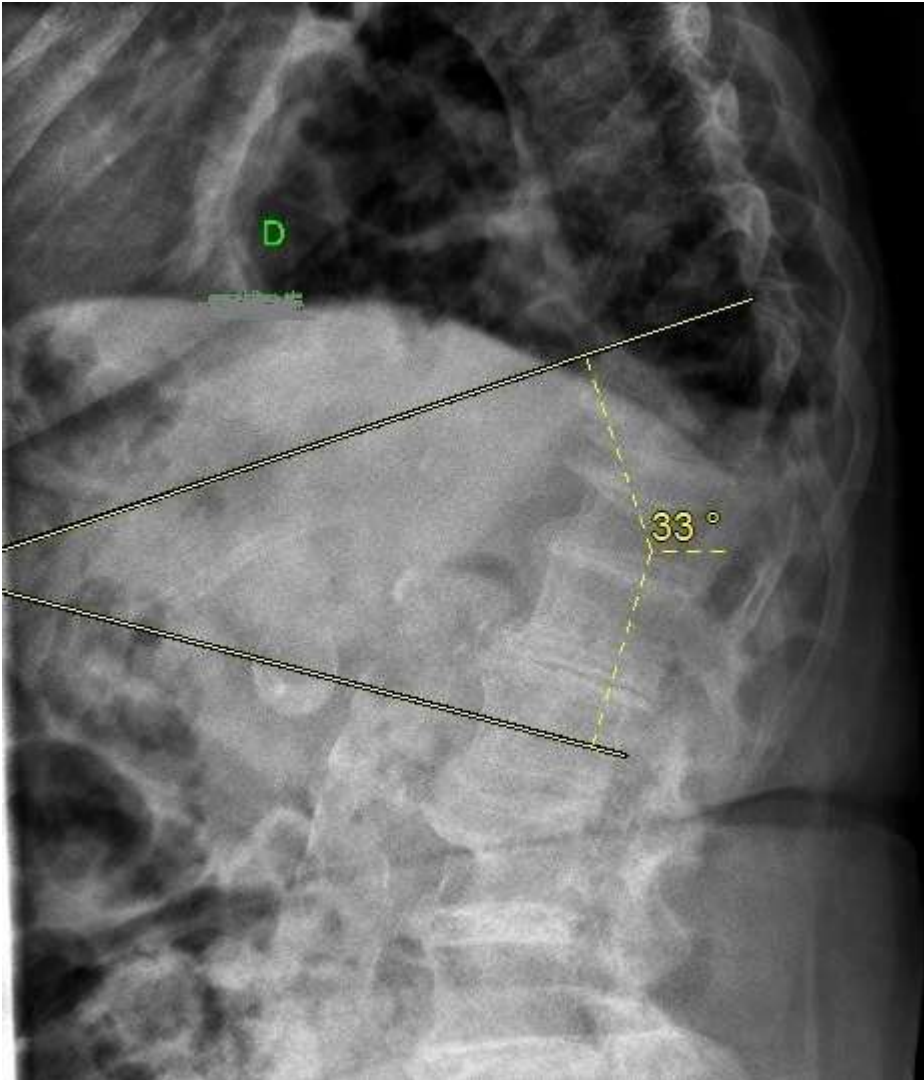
radiographie de la colonne vertébrale en position debout a révélé des fractures vertébrales de la colonne thoraco-lombaire. (L'angle thoraco-lombaire T10-L2 était de 33°)
